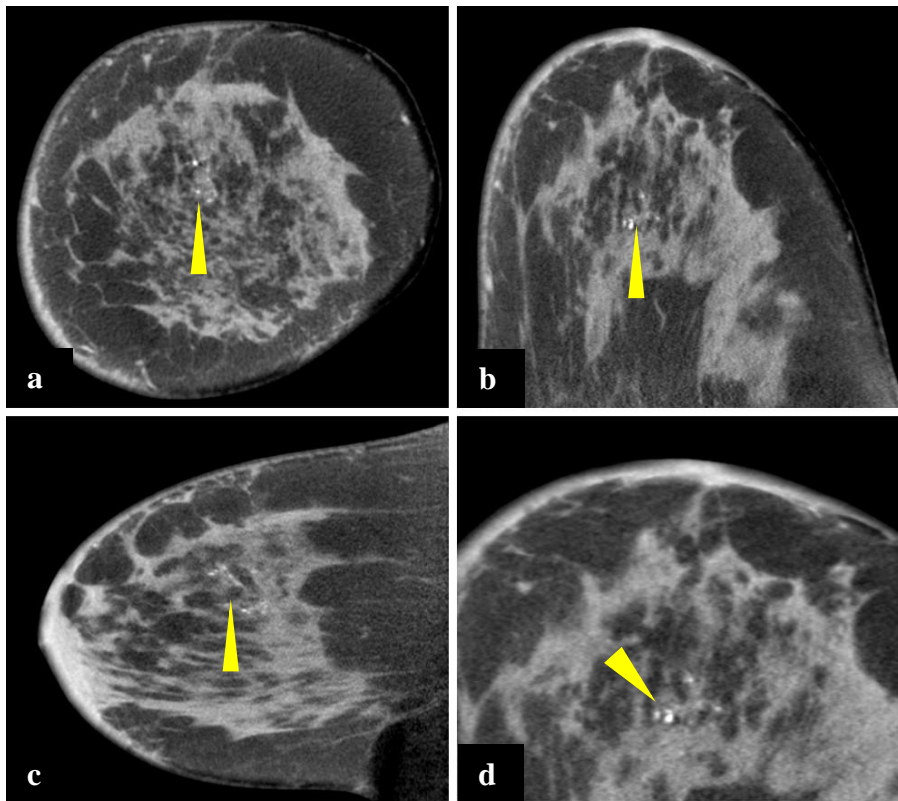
Darstellung eines DCIS, G3 (gelbe Pfeilspitzen) in der CBCT in (a) coronarer, (b) axialer, (c) sagittaler und (d) coronarer Schichtebene vergrößert durch Bild-zooming dargestellt.
